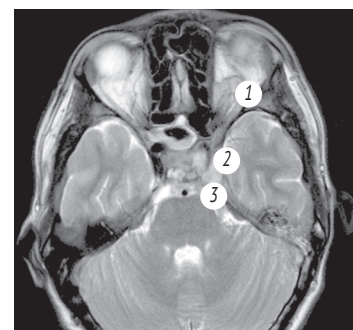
Магнитно-резонансная томограмма головного мозга. Признаки тромбоза кавернозного синуса. 1 — Венозный застой в ретробульбарной клетчатке; 2 — сужение просвета сифона внутренней сонной артерии слева; 3 — неоднородность структуры
